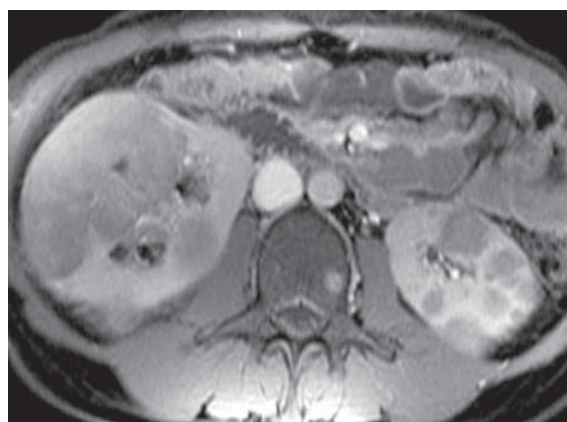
11. Limfom renal. Secțiune IRM T1 FSP GR: IRM T1 FSPGR cu Gd. Noduli și macronoduli renali bilaterali.
